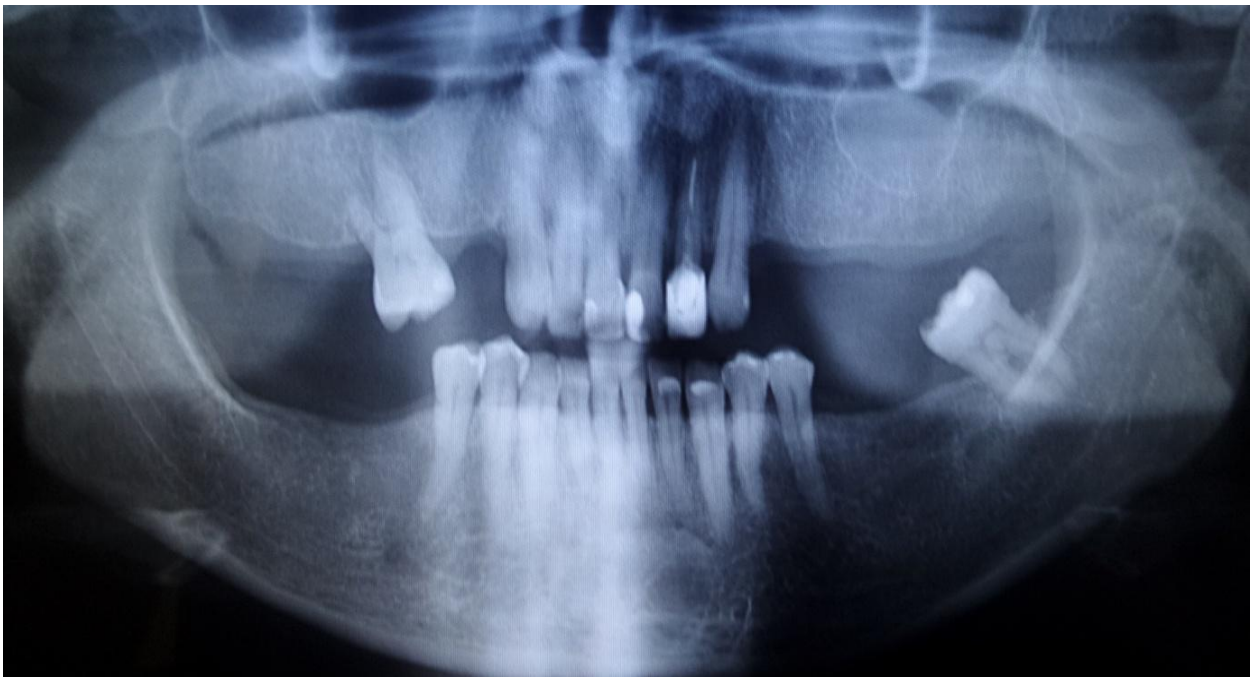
radiografia panorâmica.
